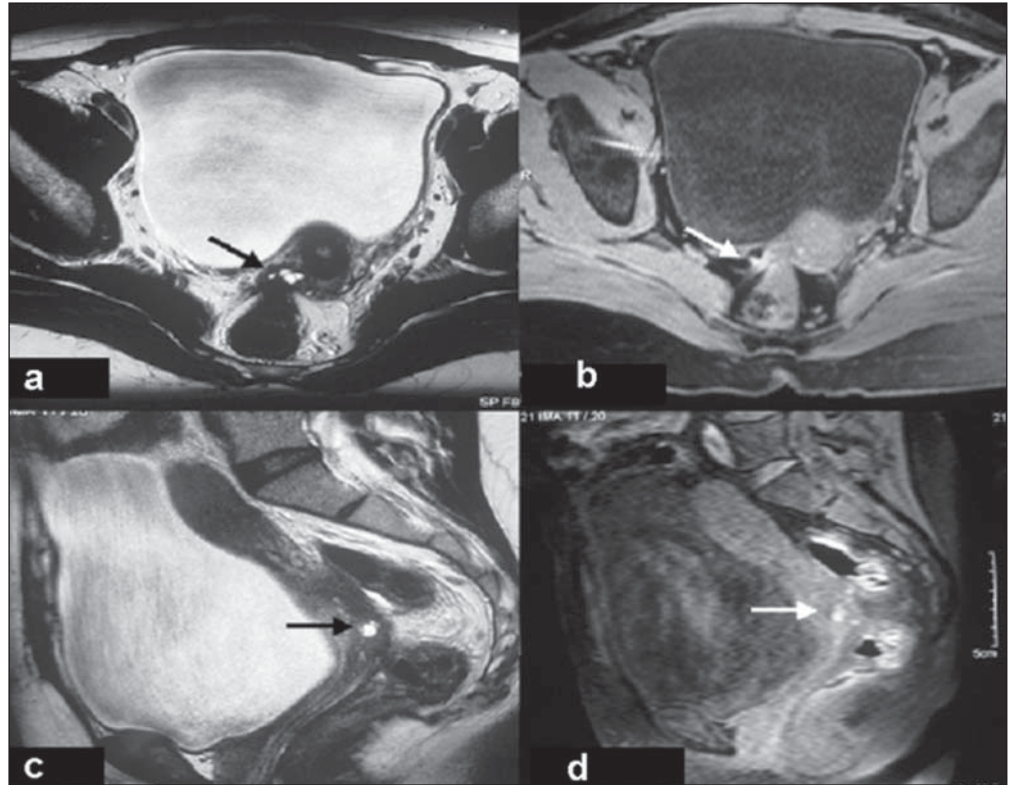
Imagens axiais pesadas em T2 (a), em T1 com supressão de gordura (b) e imagens sagitais pesadas em T2 (c) e T1 com supressão de gordura (d) mostram acometimento do ligamento útero-sacro. RM evidencia lesão nodular com contornos espiculados isointensa nas seqüências pesadas em T1 e hipointensas nas pesadas em T2 junto ao ligamento útero-sacro direito (setas), apresentando focos hiperintensos nas seqüências pesadas em T1 com supressão de gordura, indicativo de hemorragia.
